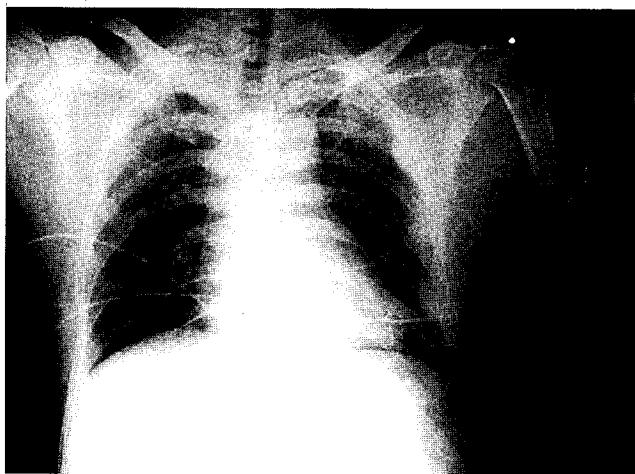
Simple roentgenogram of chest of 46 year old man shows no definite pneumothorax
